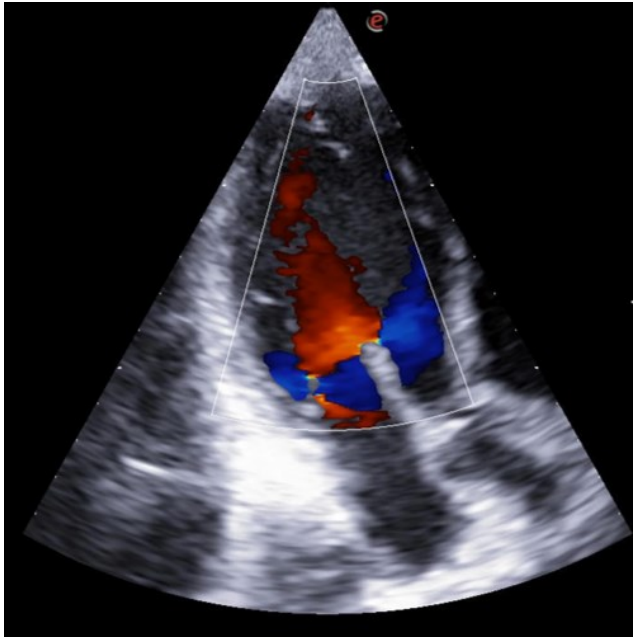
Immagine color Doppler in sezione apicale asse lungo.
